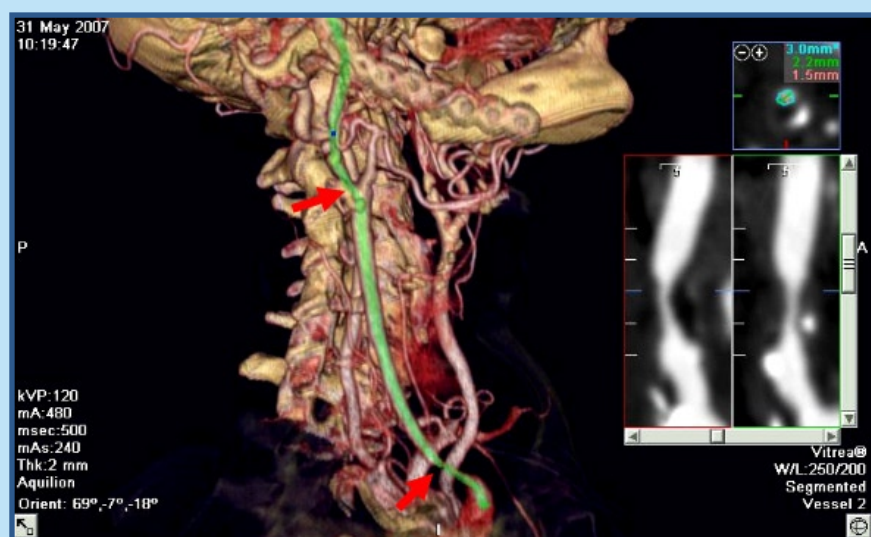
Angio TAC 64 detectores artéria carótida direita: Lesões na artéria carótida comum e interna
